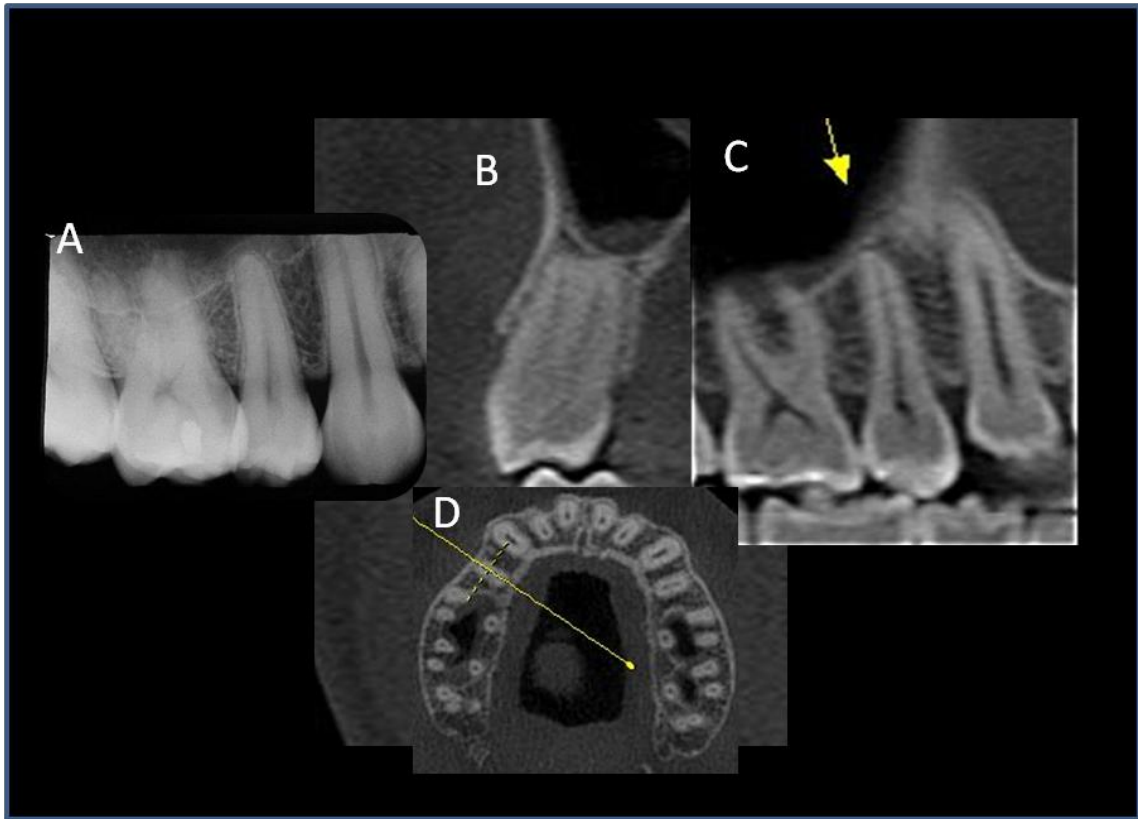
PR of maxillary right second bicuspid shows score 2 according to Levander and Malmgren system (A). In same tooth, based on CBCT scan, it was detected absence of RRA (B-D).
